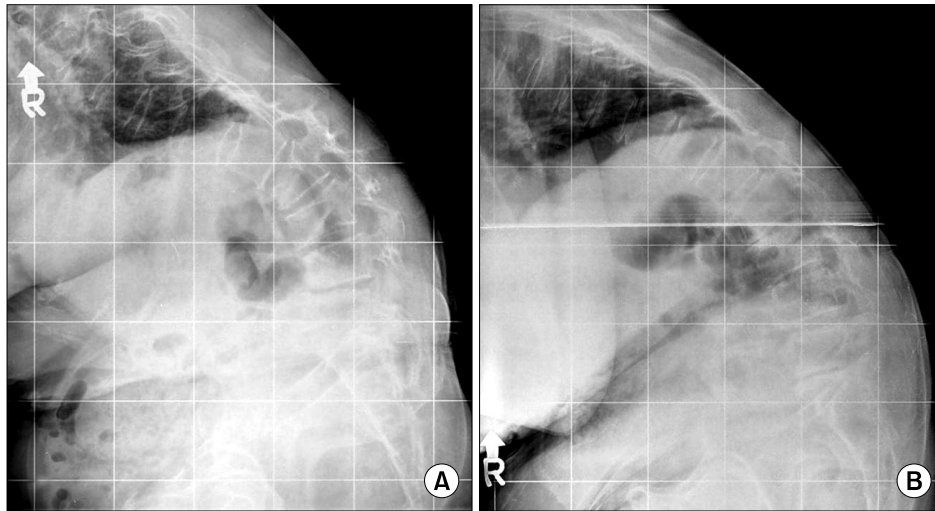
Radiographs showing LDK patients with reactive thoracic lordosis (A) and without reactive thoracic lordosis (B).
